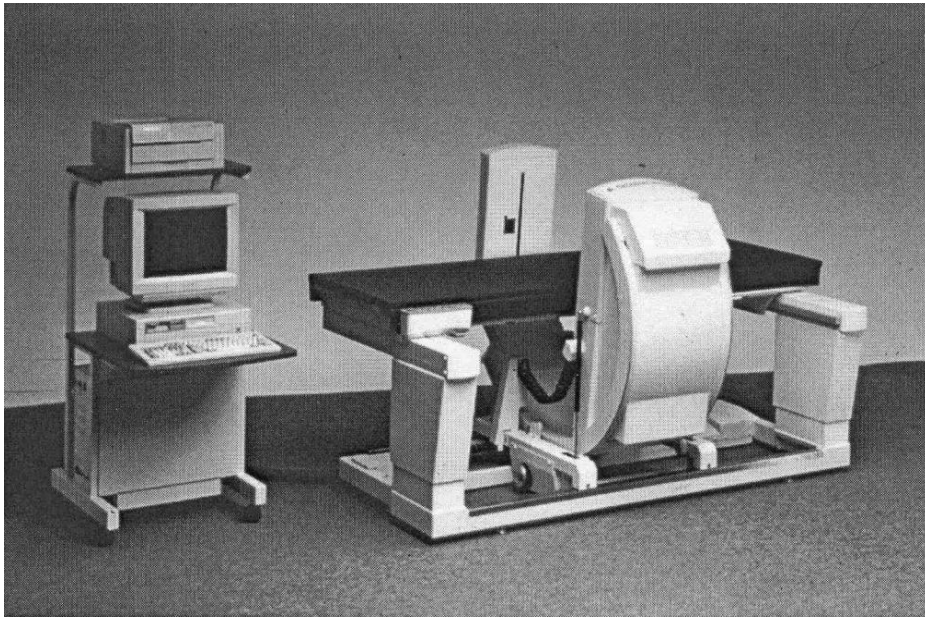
Aufbau Dual-Energy-X-Ray-Absorptiometrie Gerät (Hologic QDR-1000) (Schild 92)
